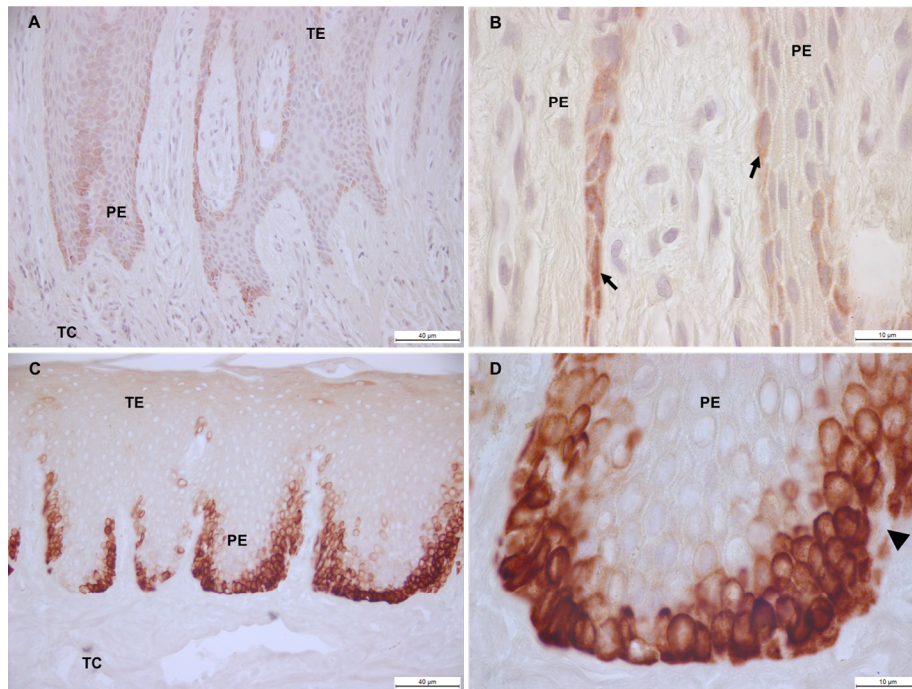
Expresión de la Citoqueratina 19 en tejido gingival. Epitelio gingival de sujeto periodontalmente sano. Flecha negra indica células basales positivas la CK-19 (A, B). Epitelio gingival de paciente con AGTO. Triángulo negro denota pérdida de la integridad de la membrana basal (C, D). TE: tejido epitelial; TC: tejido conjuntivo; PE: prolongación epitelial. Barra negra: 40 µm (A, C) y 10 µm (B, D).
